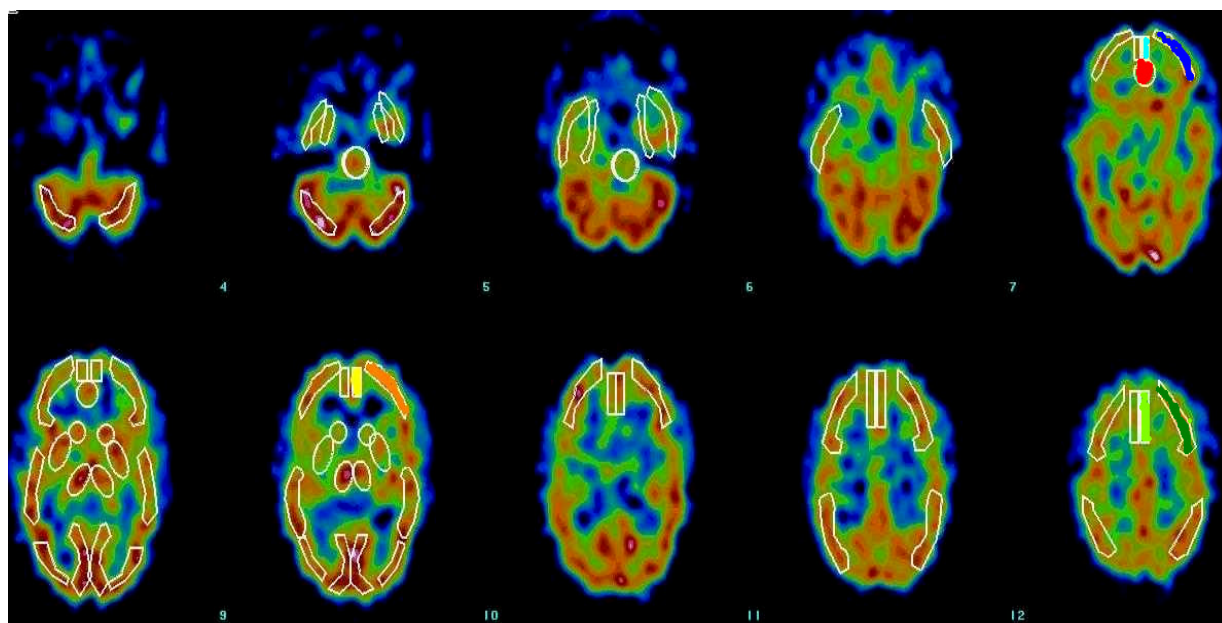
HMPAO-SPECT. ROIs analizadas: ● zona cingulada anterior, ■ mesial orbitofrontal, ⤴ lateral orbitofrontal, ■ mesial prefrontal, ⤴ DLPF, ■ mesial superior frontal, ⤴ lateral superior frontal.
